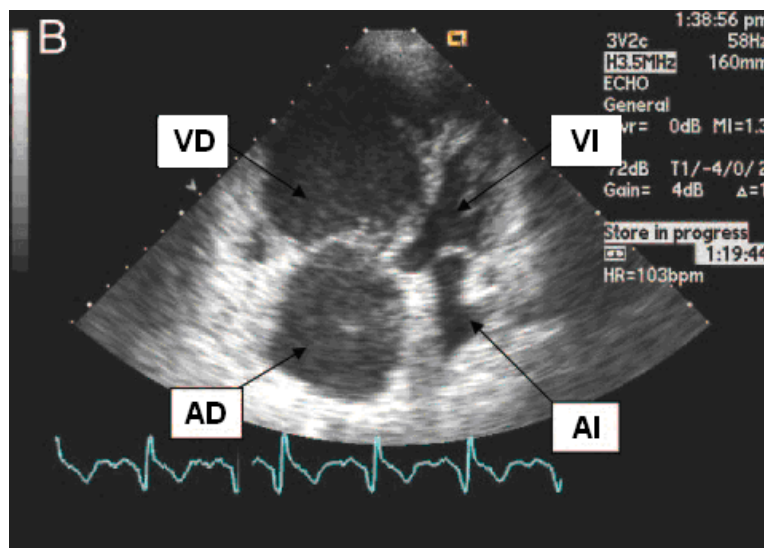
El ecocardiograma transtorácico (Eco) es una prueba no invasiva de diagnóstico de hipertensión pulmonar que valora la estructura y función del corazón. Eco de un paciente con HAP, muestra la dilatación de la aurícula derecha, dilatación ventricular derecha, contorno anormal, aplanamiento de la curva, o al revés del septo interventricular, sin llenar cavidades izquierdas. AI= aurícula izquierda, VI= ventrículo izquierdo, AD= aurícula derecha y VD=ventrículo derecho. Modificada de “ACCF/AHA 2009 Expert Consensus Document on Pulmonary Hypertension: A Report of the American College of Cardiology Foundation Task Force on Expert Consensus Documents and the American Heart Association: Developed in Collaboration With the American College of Chest Physicians, American Thoracic Society, Inc., and the Pulmonary Hypertension Association”, por McLaughlin et al., 2009, *Circulation*,119,p.2266.Copyright 2009, por la American Heart Association.
